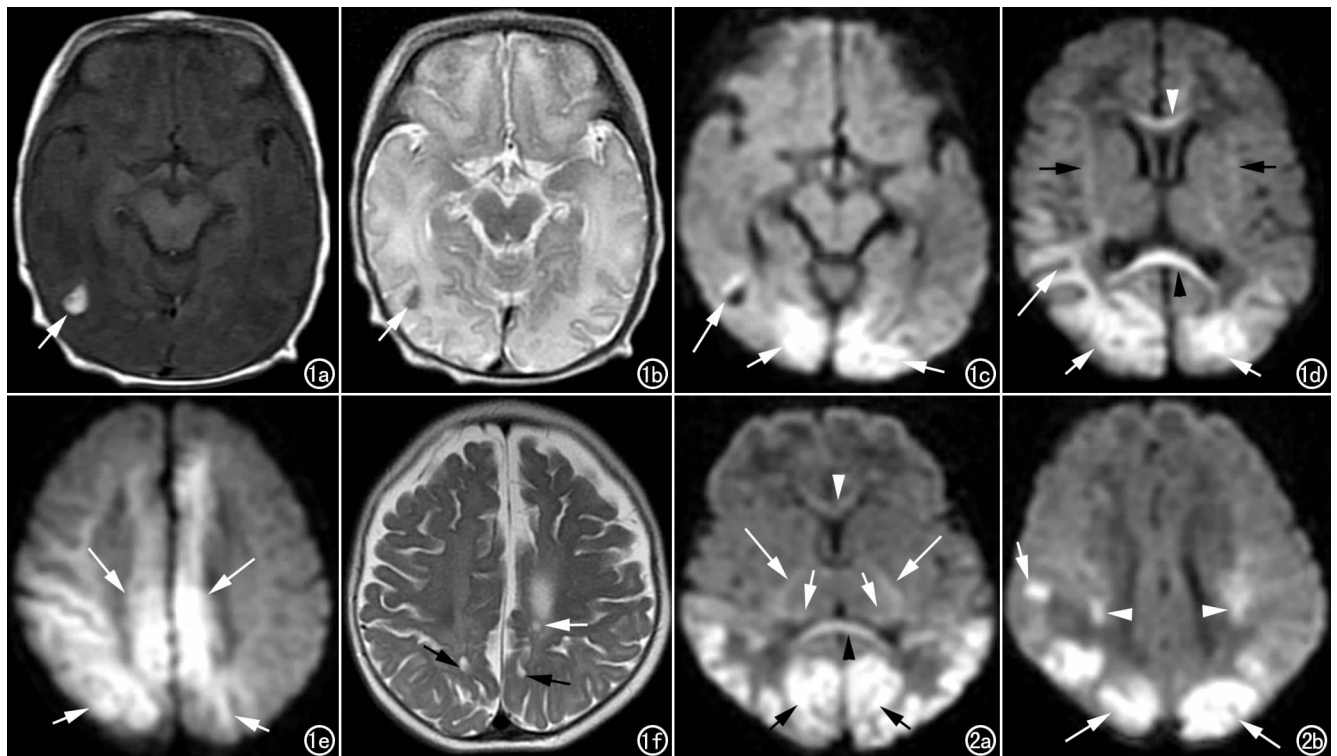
足月儿,剖宫产,日龄 7 d,入院血糖 0.9 mmol/L。a) 横轴面 T_1 WI 示右侧枕叶见短 T_1 出血灶(箭); b) 横轴面 T_2 WI 示右侧枕叶见短 T_2 出血灶(箭); c) DWI 示双侧枕叶呈高信号(短箭),右侧枕叶见高低混杂出血信号灶(长箭); d) DWI 示双侧枕叶(白短箭)、胼胝体压部(黑箭头)、膝部(白箭头)、外囊(黑箭)、右侧颞叶呈高信号(白长箭); e) DWI 示双侧顶叶(短箭)、大脑镰旁(长箭)呈高信号; f) 7 个月后复查,横轴面 T_2 WI 示大脑镰旁(白箭)、顶叶(黑箭)呈长 T_2 信号脑软化、脑萎缩。
